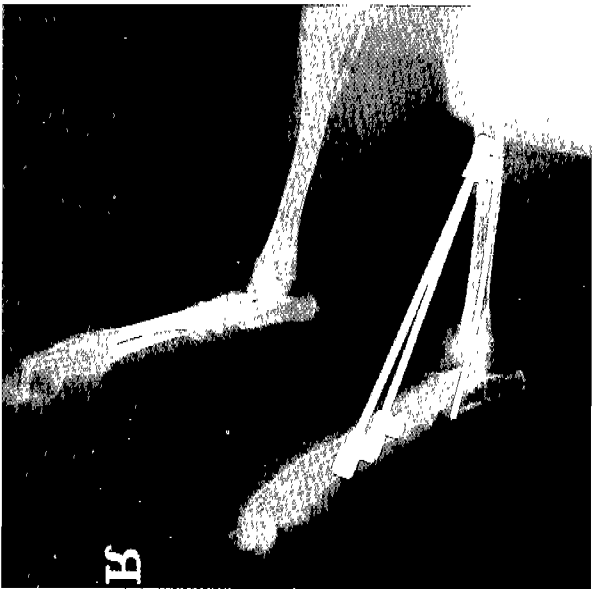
Postoperative lateral radiograph of the tarsocrural arthrodesis using Joshi external fixators and Steinmann pin.
